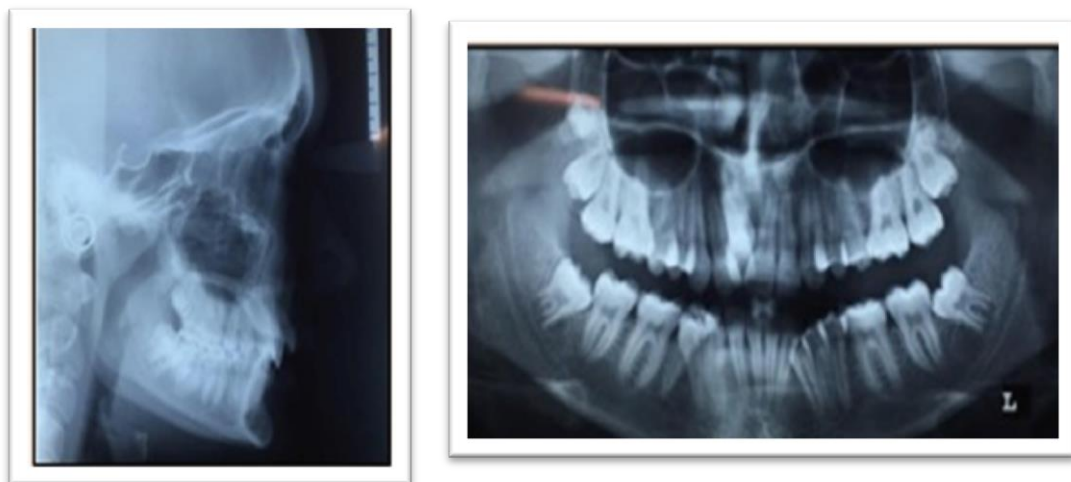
Radiographie per-opératoire
